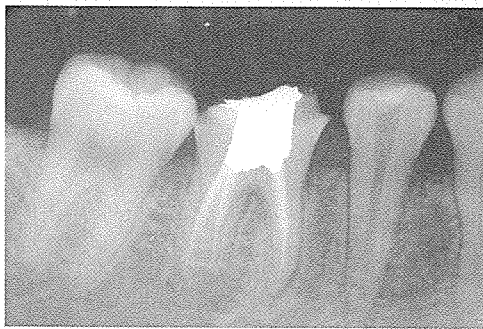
하악우측 제2소구치 치근 부위의 광범위한 방사선투과상이 관찰됨
